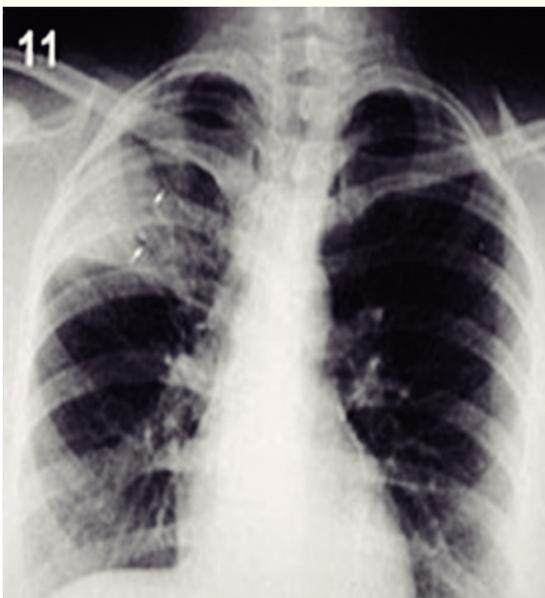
Radiografía de tórax en la que se observa una condensación no homogénea que compromete el lóbulo superior derecho, limitando parcialmente por abajo con la cisura horizontal (H). Dentro de la condensación es posible observar algunas sombras lineales ramificadas (B), más oscuras en la placa, que corresponden a un broncograma aéreo.
